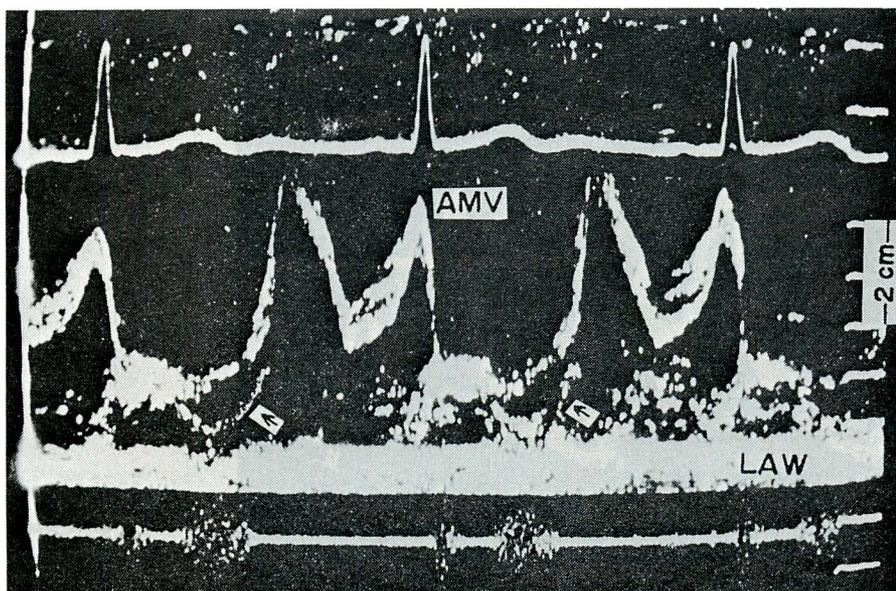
Echocardiogram in a patient with mitral valve prolapse syndrome, demonstrating the posterior movement of the mitral leaflets which is accentuated by mid-systolic prolapse, coincident with late systolic murmur (arrows). (N-type)
